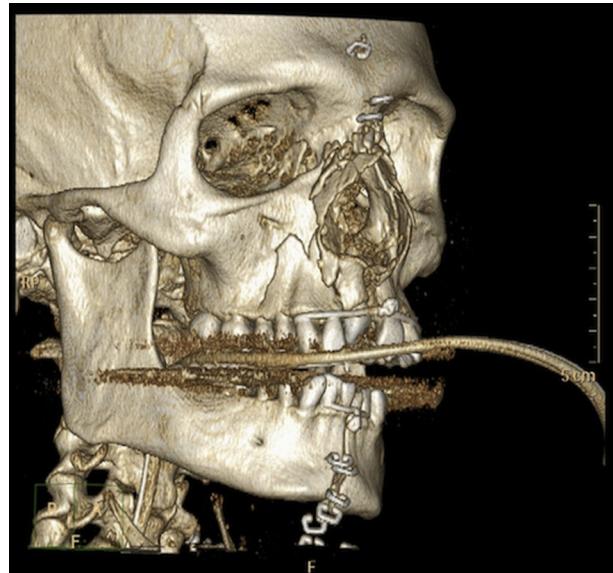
Reconstrucción tridimensional de TAC facial; se aprecia la línea de fractura mandibular a nivel de la sínfisis, fractura de ambos maxilares superiores y fractura conminuta del tabique nasal óseo y de los huesos propios nasales.
